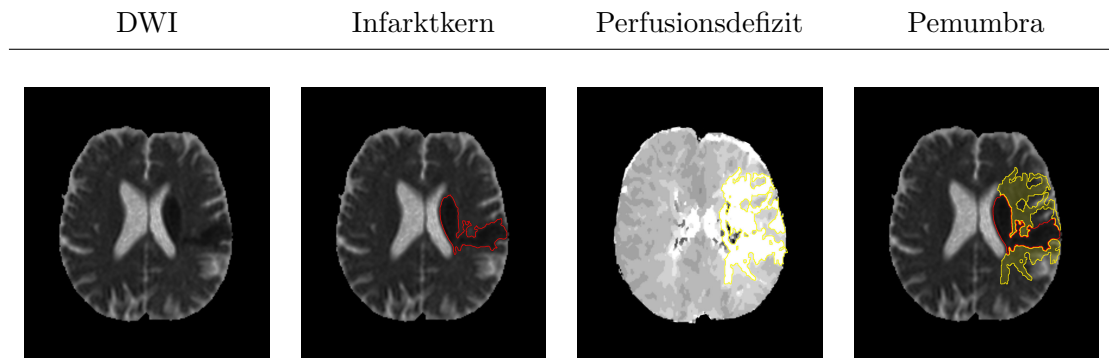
Zu sehen ist das Konzept vom PWI-DWI-Mismatch und der gängigen Vorstellung von Infarktkern und Penumbra. Von links nach rechts findet sich eine native ADC-Map; eine ADC-Map mit rot umkreistem Infarktkern; eine aus einer PWI berechnete TTP-Karte mit gelb umkreistem Perfusionsdefizit; eine ADC-Map mit rot umkreistem Infarktkern und flächig gelb markierter Penumbra.
